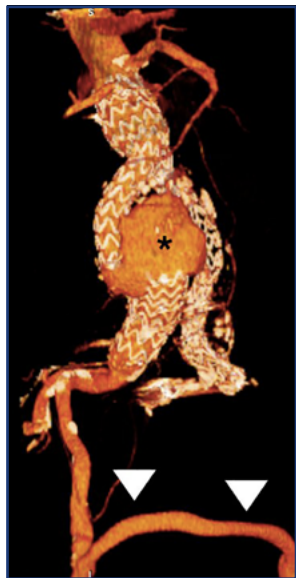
Reconstrucción volumétrica de la angiotomografía realizada en agosto del 2018 de urgencia. Se objetiva la desconexión de la pata ipsilateral del cuerpo bifurcado de la extensión iliaca derecha, con el llenado del saco aneurismático (*). Como referencia, se observa el *bypass* fémoro-femoral permeable (flecha).
